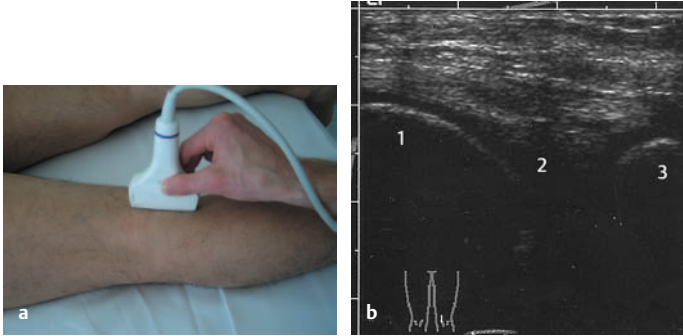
u. b Sonographie des Kniees: Dorsaler (medialer) Längsschnitt rechts. a Schnittebene, b Normalbefund. 1 = Condylus medialis femoris, 2 = Gelenkspalt, 3 = Tibia
